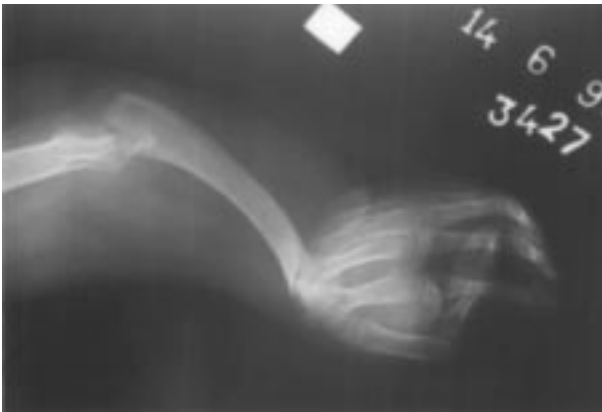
Sol ön kol grafisi (radius yokluğu ve ulnada kavışleşme)
